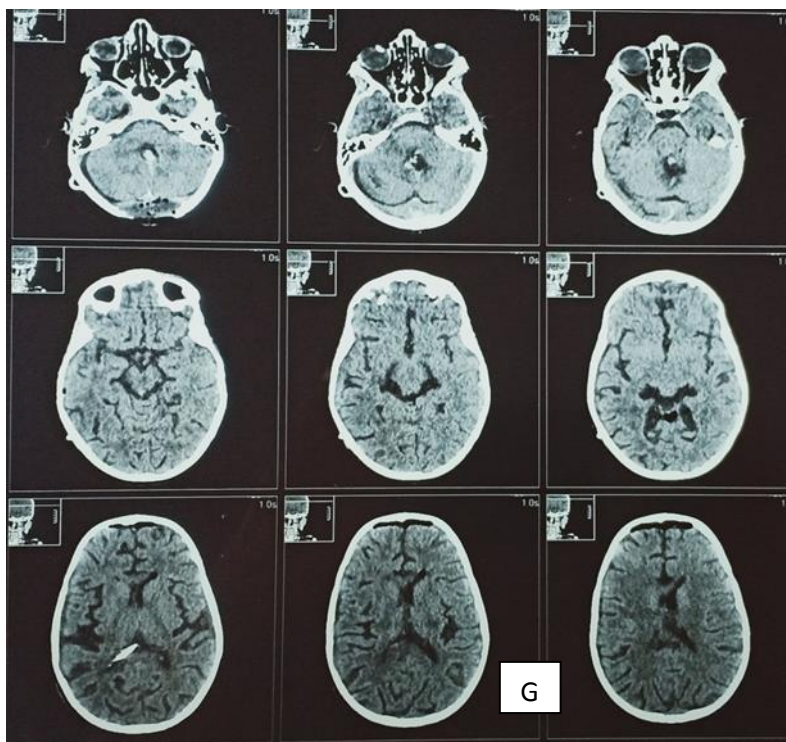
G): TDM cérébrale post opératoire. Résection tumorale totale, cathéter ventriculaire en place.
